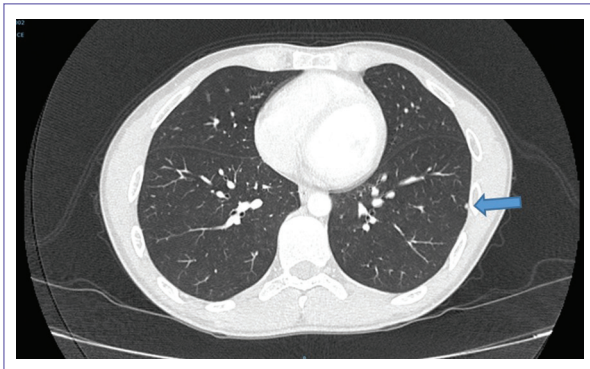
Tomografía computarizada pulmonar. Pulmón izquierdo. La fecha muestra nódulo puntiforme subpleural en segmento superior de lóbulo inferior de aproximadamente 2 mm.
